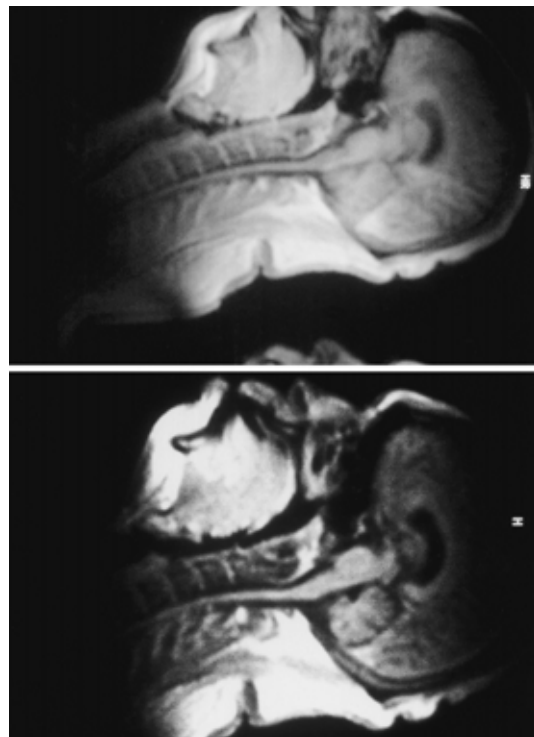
Changes of ultrafast MRI findings during sleep between conditions with and without the oral appliance (sagittal image) Obvious obstruction at the velopharynx and glossopharynx can be seen in the image made without the oral appliance, and disappearance of the obstructions at both sites was recognized in the image with the equipment.
